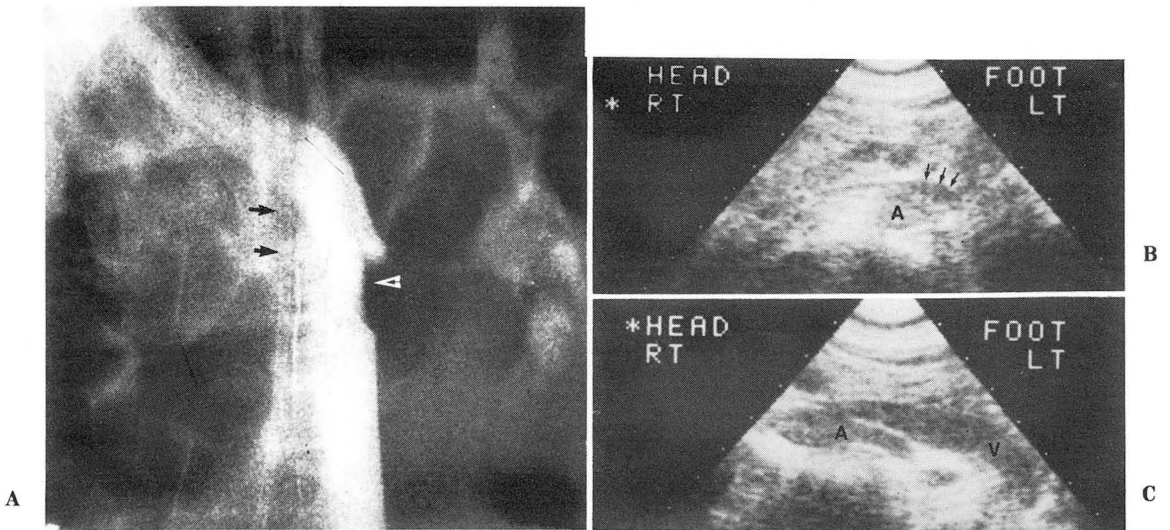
Vena cavography and sonography of left-sided inferior vena cava (B and C). Left-sided IVC, after joining left renal vein (filling defect due to unopacified blood from left renal vein : outlined arrow), obliquely crossed midline (A, black arrows : catheter in aorta). Ultrasonogram on transverse scan (B) and oblique scan on crossing portion of IVC (C) showed IVC (arrows, V) crossing aorta (A).
